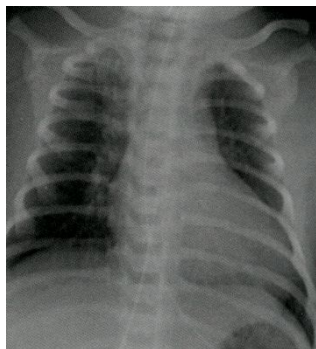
Рентгенологическая картина сердца и легких при ТМА
